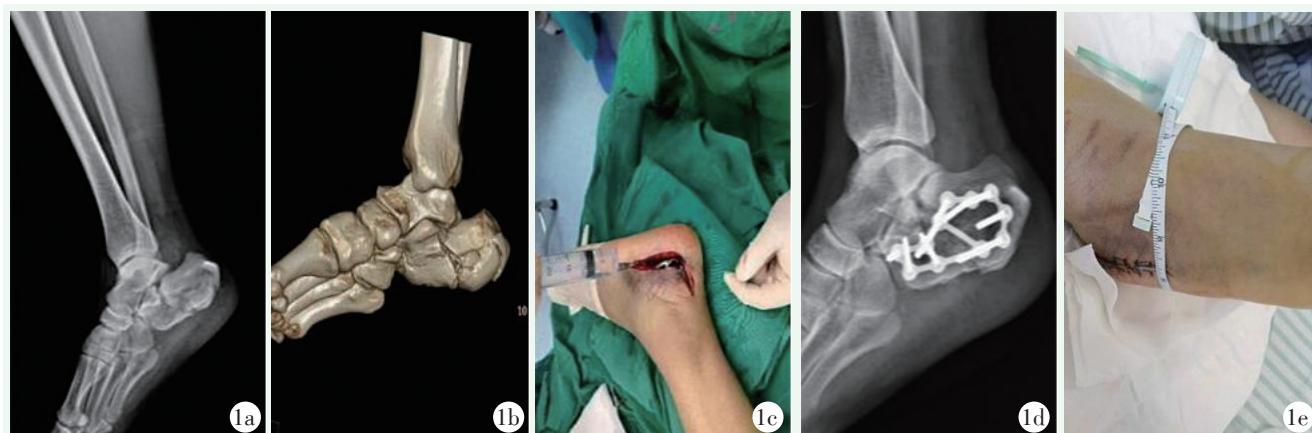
患者，男，43岁，因高处坠落致右跟骨骨折。1a: 术前侧位 X 线片示 Bohler、Gissane 角丢失；1b: 术前 CT 三维重建示 Sanders III 型跟骨骨折；1c: 术中在切口周围注射地塞米松联合罗哌卡因；1d: 术后第 2 d X 线片影像测量参数在正常范围；1e: 术后在换药时测量患足肿胀情况。
